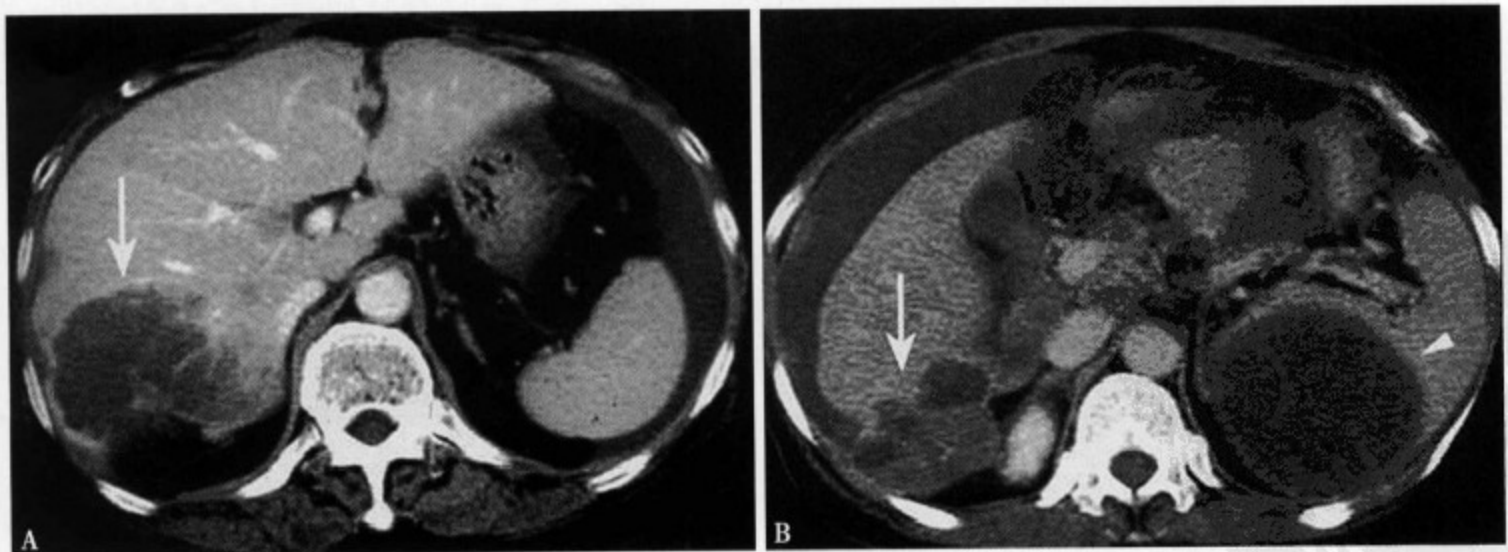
卵巢粘液癌肝囊性转移：增强 CT (A) 显示肝右叶后段类圆形低密度肿块，肿瘤边缘呈轻度不规则环形强化，内可见结节状强化；平衡期 (B) 显示病灶向肝外生长，中心可见不强化囊变区
